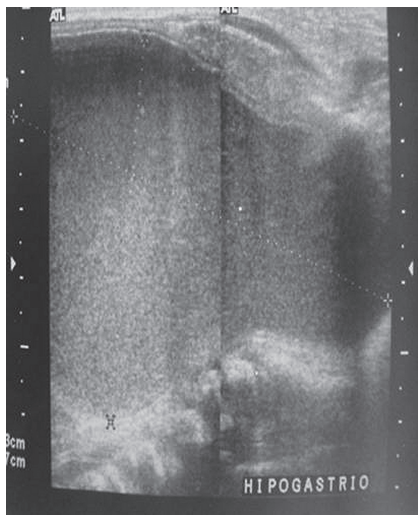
USG que muestra aumento de volumen de aspecto mixto de predominio quístico, que desplaza a la vejiga hacia delante.
